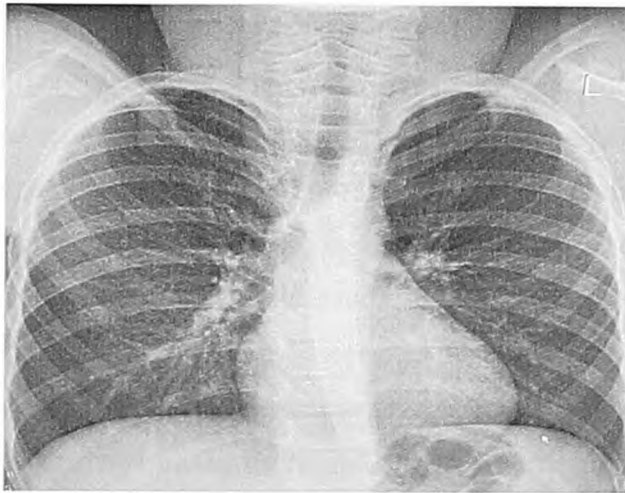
Рентгенограмма ОГК ребенка с астмаподобными симптомами
